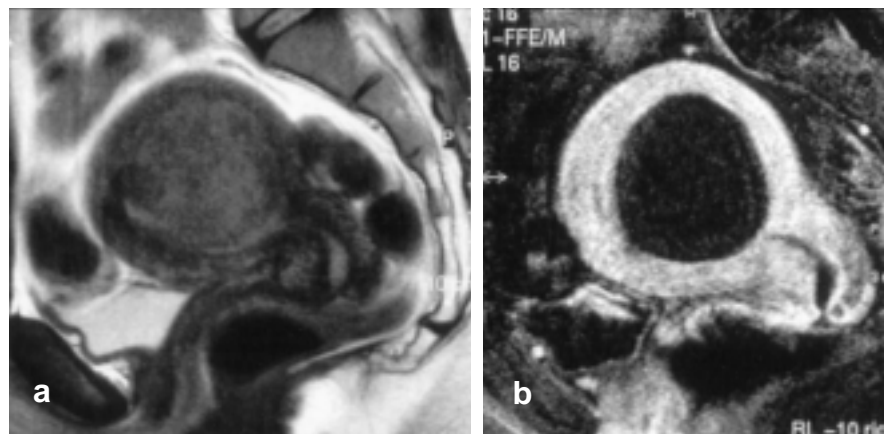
MRT des Uterus zweieinhalb Tage nach selektiver Transkatheterembolisation. a) MRT vor Kontrastmittelgabe (T2-gewichtete TSE, sagittal): vergrößerter Uterus mit gering signalreichem Myom im Vergleich zur umgebenden Uterusmuskulatur. b) Nach Kontrastmittelgabe (Gd-DTPA) (T1-gewichtete SPIR-Sequenz, sagittal): völlig fehlende Anreicherung im Myom im Sinne einer kompletten Avitalität, jedoch deutliche Kontrastanreicherung der normalen, vitalen Uterusmuskulatur.
